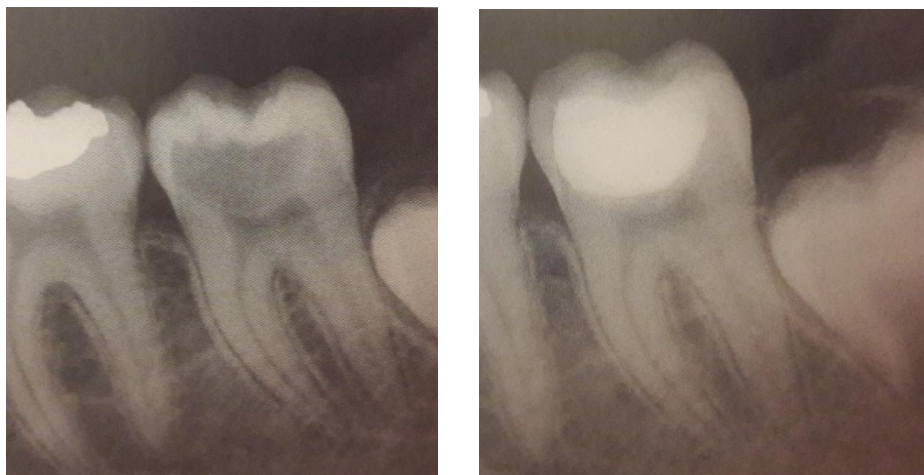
Рентгенограмма 37 зуба, 16 лет.
